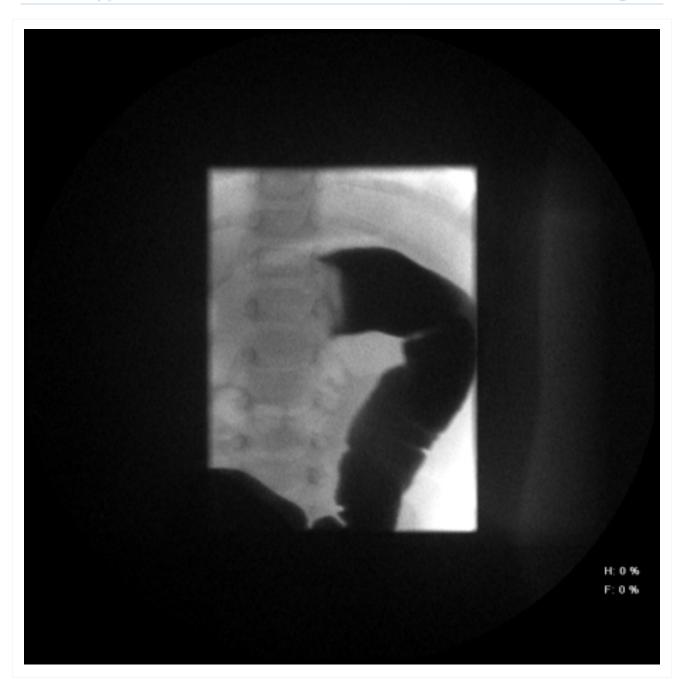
Radiografia abdominal que mostra a passagem insuficiente de bário no local da obstrução decorrente da intussuscepção
